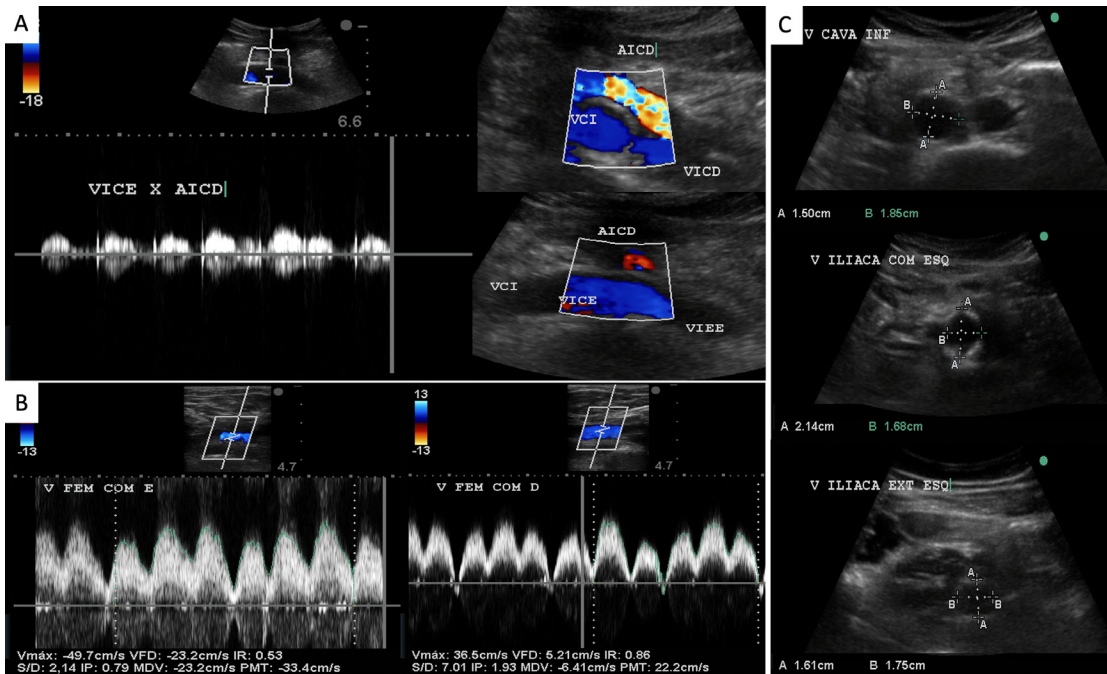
Postoperative control Doppler ultrasonography demonstrating (A) patency of the inferior vena cava (VCI), the stent venous positioned in the left common iliac vein (VICE), from its cranial segment over the right common iliac artery (AICD), and in the left external iliac vein (VIEE), and the right common iliac vein (VICD); (B) Venous flow in phase with respiratory movements in the left (VFCE) and right (VFCD) common femoral veins; (C) diameters of the stent in the VCI, VICE, and VIEE.
